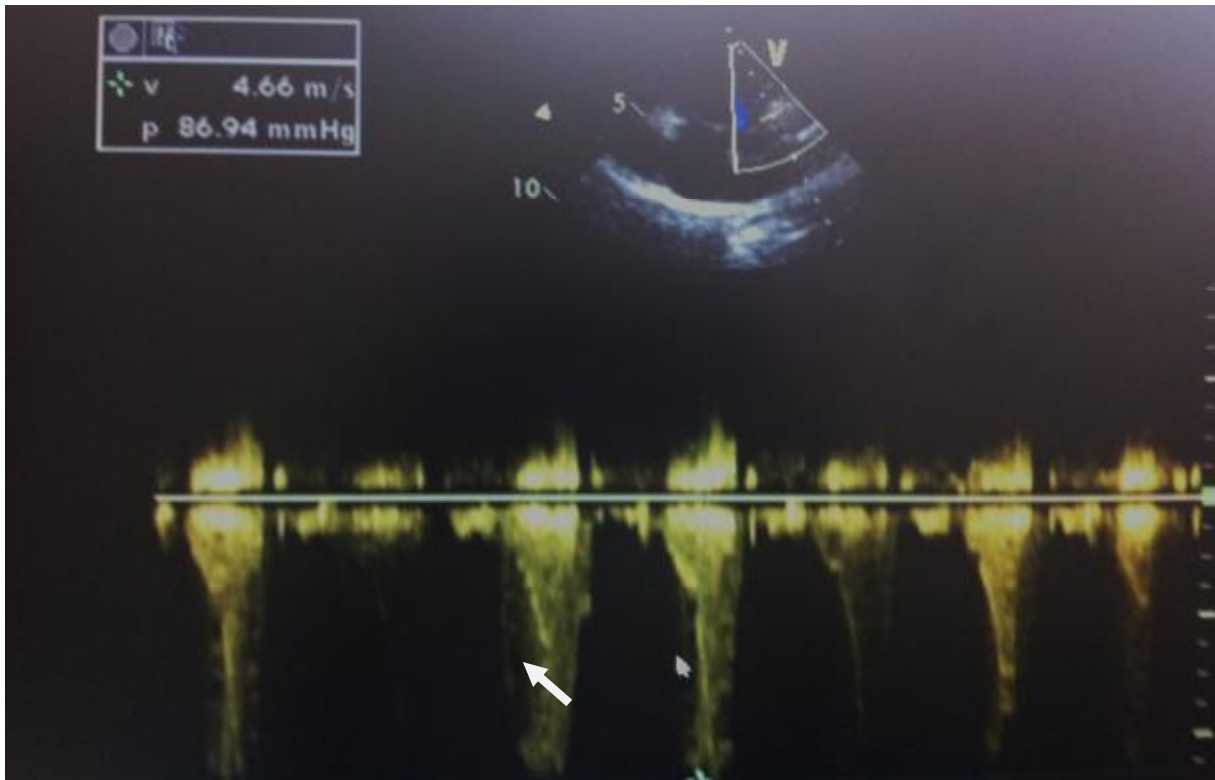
Doppler continu en coupe parasternale petit axe montrant le flux de la sténose pulmonaire
